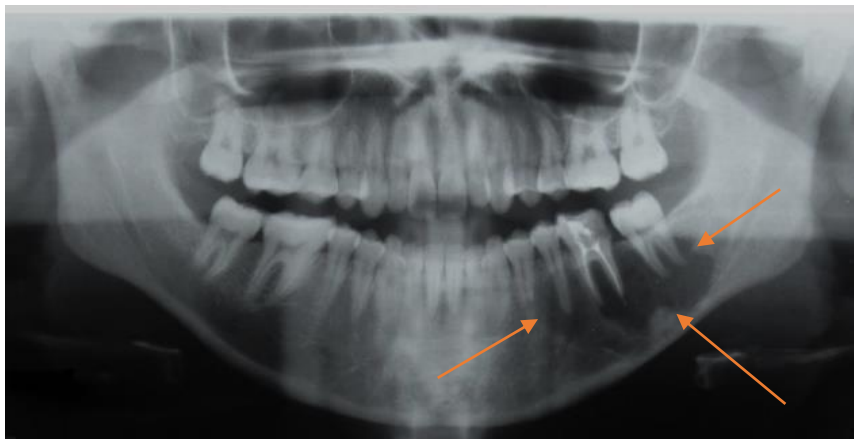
Radiografía panorámica donde se muestra una imagen radiolúcida, multilobulada en el cuerpo mandibular izquierdo desde el O.D 34 hasta el O.D. 37.⁴⁶
